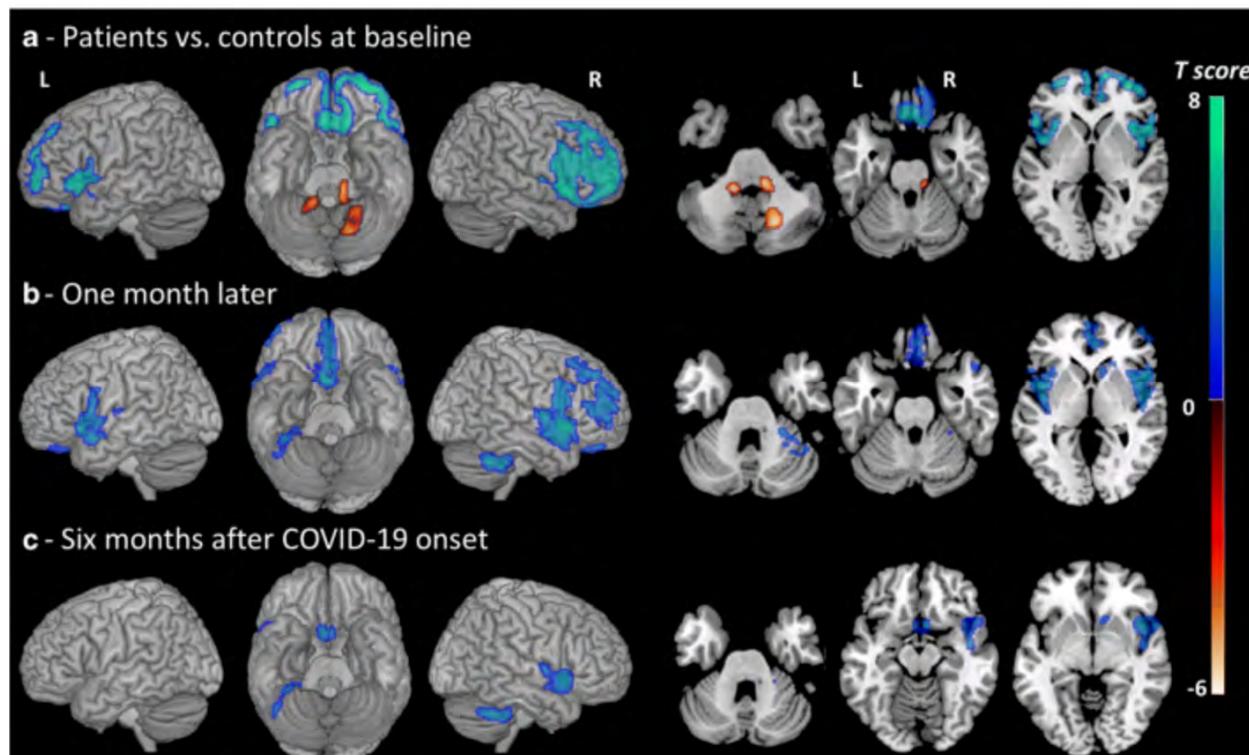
Изменения в метаболизме головного мозга при COVID-19: был изучен метаболизм головного мозга семи пациентов ($n=7$) в острой фазе, один и шесть месяцев после заболевания COVID-19 с обнаружением различных клинических признаков энцефалопатии, вызванной COVID-19. Исследования проводились с помощью 18F-позитронно-эмиссионной томографии фтордезоксиглюкозы / компьютерной томографии (FDG PET/CT). PET-изображения были проанализированы и сравнены с 32 контрольными случаями (здоровые люди). Цветовая шкала горячих и холодных оттенков показывает области с гипер- и гипо-метаболизмом у пациентов и группы сравнения соответственно. Статистические параметрические карты¹ проецируются на поверхность и на аксиальные срезы специально настроенных магнитно-резонансных образов. Аксиальные срезы показаны согласно неврологическим условиям. R – справа; L – слева. В острой фазе пониженный метаболизм определялся в билатеральной предлобной коре с акцентом на правой стороне, центральной доле, в поясной извилине ($p<0,05$). Анализ выявил небольшой гиперметаболизм в церебральном червячке мозжечка, зубчатом ядре и варолиевом мосте ($p<0,05$). Один месяц спустя пониженный метаболизм наблюдался только в медиофронтальных и дорсолатеральных областях, ольфакторных / прямых извилинах, билатеральных центральных долях, правом хвостовом ядре и мозжечке ($p<0,001$). Спустя шесть месяцев после перенесенного COVID-19 пониженный метаболизм выявлен в тех же самых областях, но в меньших объемах ($p<0,001$). В данный момент большинство пациентов выздоровели клинически, но у них сохранялись когнитивные / эмоциональные расстройства с нарушением функции внимания и симптомами депрессии и тревожности.
